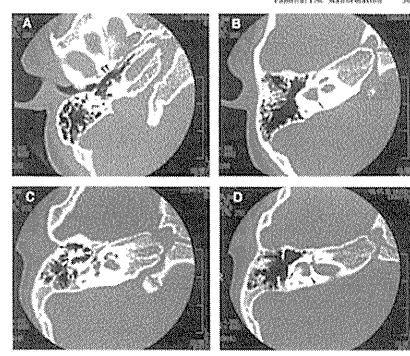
Temporal bone CT scans (A-D) from Fig. 1, A and B. The right ear of case 3, showing normal malleus and incus, is shown in A. The left ear of case 3, showing bilateral malleus and incus anomalies, is shown in B. The right ear of case 5, showing bilateral malleus and incus anomalies, is shown in C. The left ear of case 6, showing bilateral malleus and incus anomalies, is shown in D. Note the malleus anomalies in B-D, particularly that malleus is truncated anteriorly.
